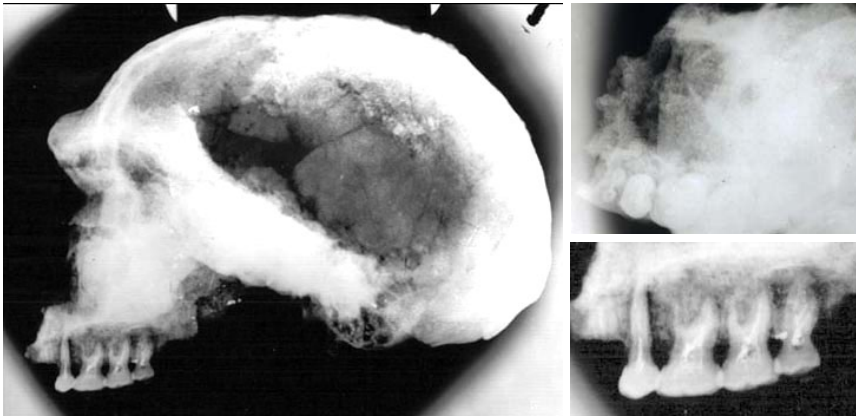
À gauche, radiographie du crâne de Steinheim (date inconnue) profil droit. À droite, en haut vue de la radio occlusale avec les dents du côté droit, en bas, agrandissement des dents montrant un matériau radio-opaque dans la pulpe et les canaux radiculaires (clichés J. Granat)
